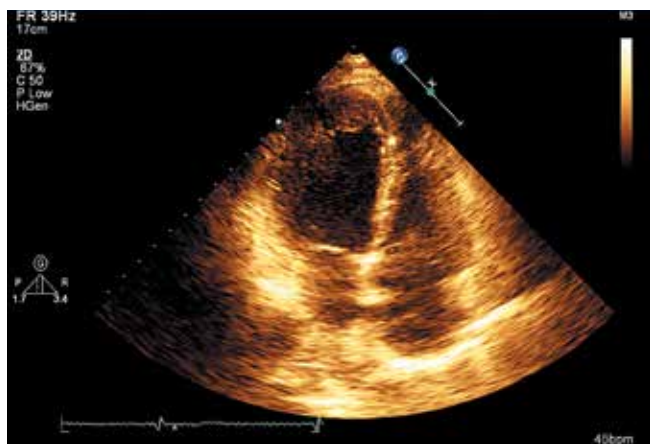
Эхокардиограмма: те же признаки при локации из верхушечного доступа
